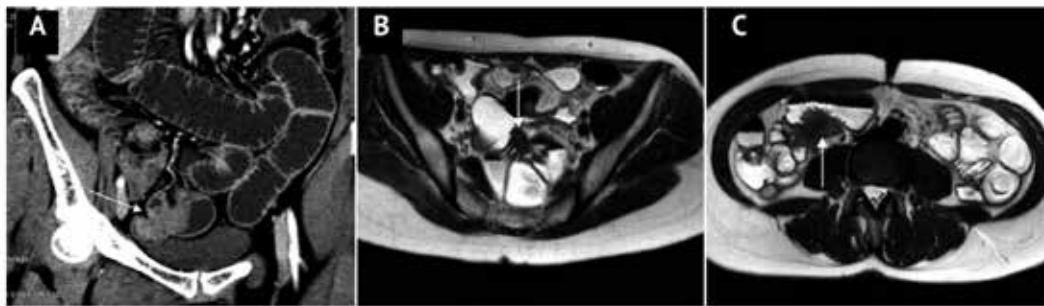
Paciente com quadro clínico de obstrução intestinal, de modo que na imagem (A) mostra-se uma obstrução incompleta devido a uma lesão de aspecto extrínseco em uma alça ileal da pelve (seta) com aderências entre as alças. A enterografia por RM (B e C) identificou dois implantes de endometriose com comprometimento do intestino delgado, um na pelve e outro mais cranial (setas).
